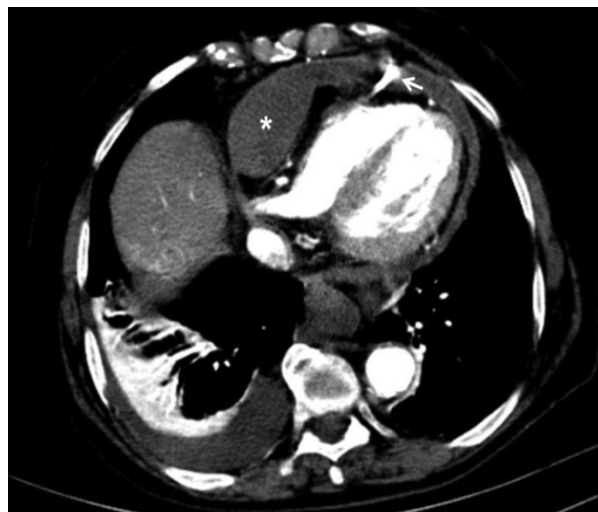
Angio-TDM thoracique objectivant une perforation du VD à l'origine d'un épanchement péricardique
